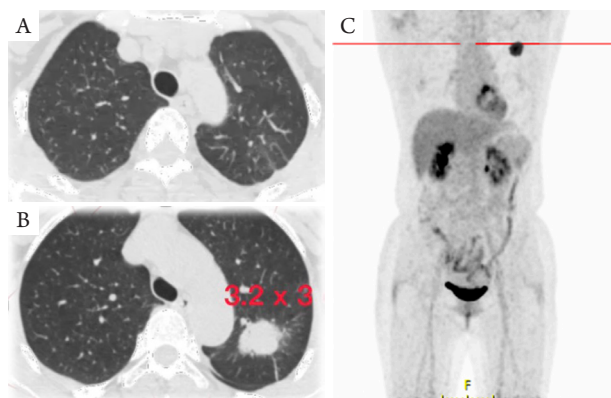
术前CT。A: 双侧肺尖; B: 肿块最大径线层面; C: 冠状位PET-CT
